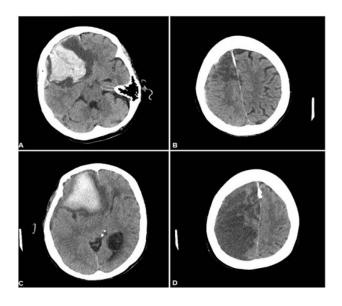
Tomografía computarizada. (25)
